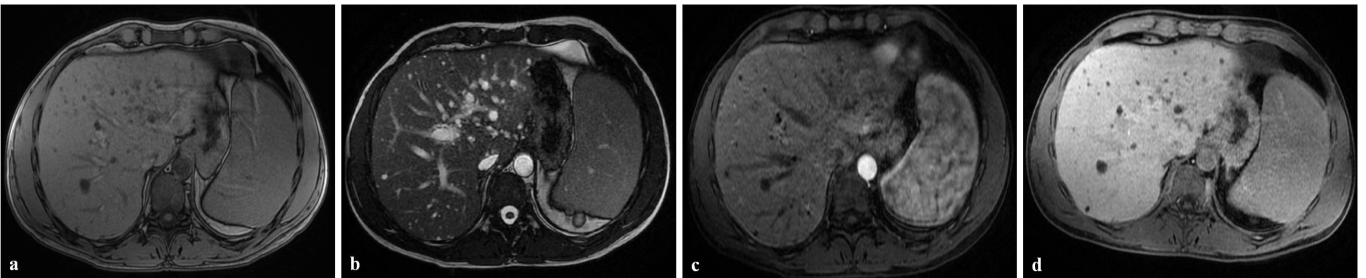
Complesso di Von Meyenburg in RM. Numerose piccole lesioni di aspetto cistico non comunicanti con la via biliare; tali alterazioni appaiono ipointense nelle immagini T1 acquisite con tempo di eco in fase (a), ed appaiono ipertense nelle acquisizioni T2-dipendenti e nelle acquisizioni steady state (SSFP) (b). Nelle fasi dinamiche dello studio le lesioni cistiche non mostrano enhancement in fase arteriosa (c) nè ritenzione di mdc nella fase epatospecifica dello studio (d).
